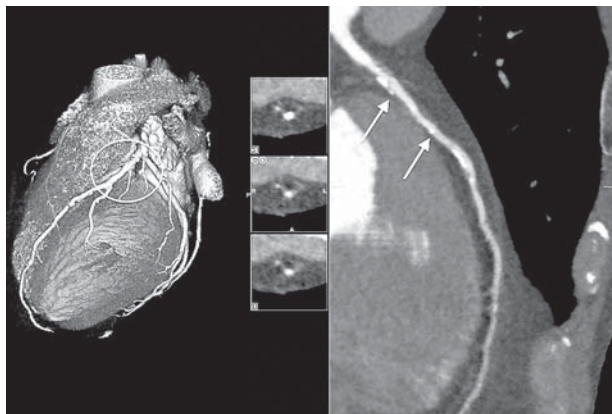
Данные КТ. Стрелки указывают на метки по краям стента
